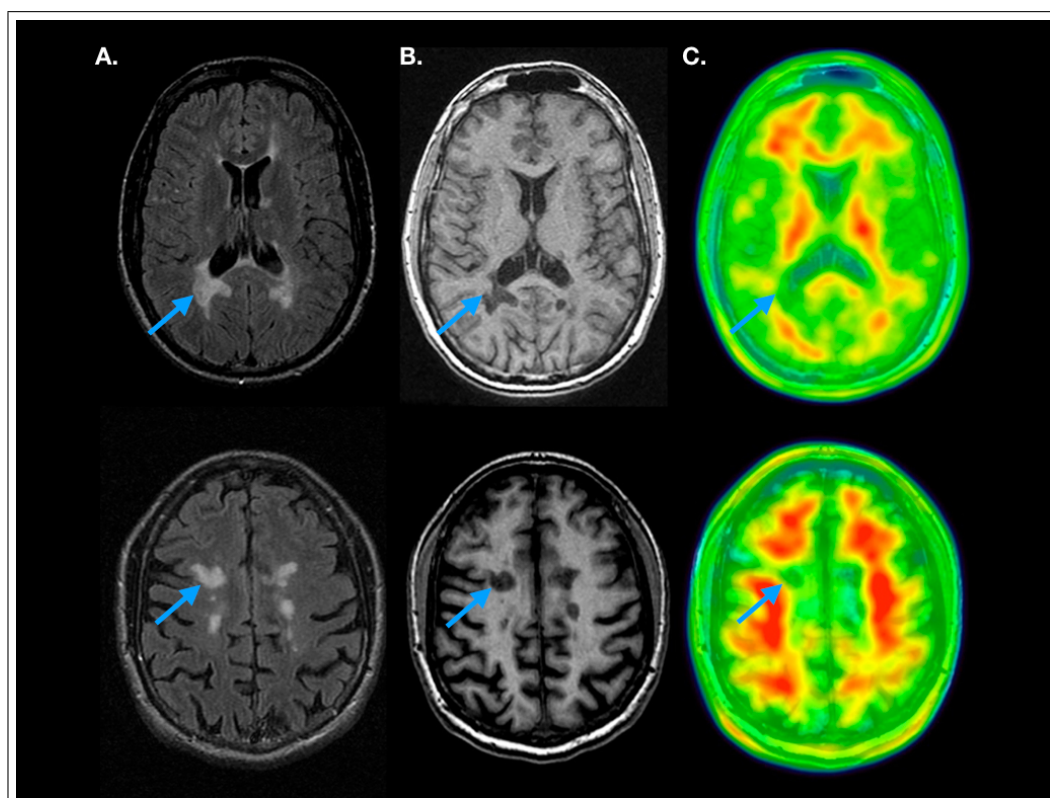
Imágenes co-registradas PET con ^{18}F -Florbetabén/RM. A. Recuperación de la inversión a los fluidos atenuada en T2 (FLAIR). B. Secuencia ponderada en T1. C. Imágenes PET con ^{18}F -Florbetabén. Las flechas muestran lesiones y áreas de baja captación del radiotrazador amiloide detectadas con PET.
